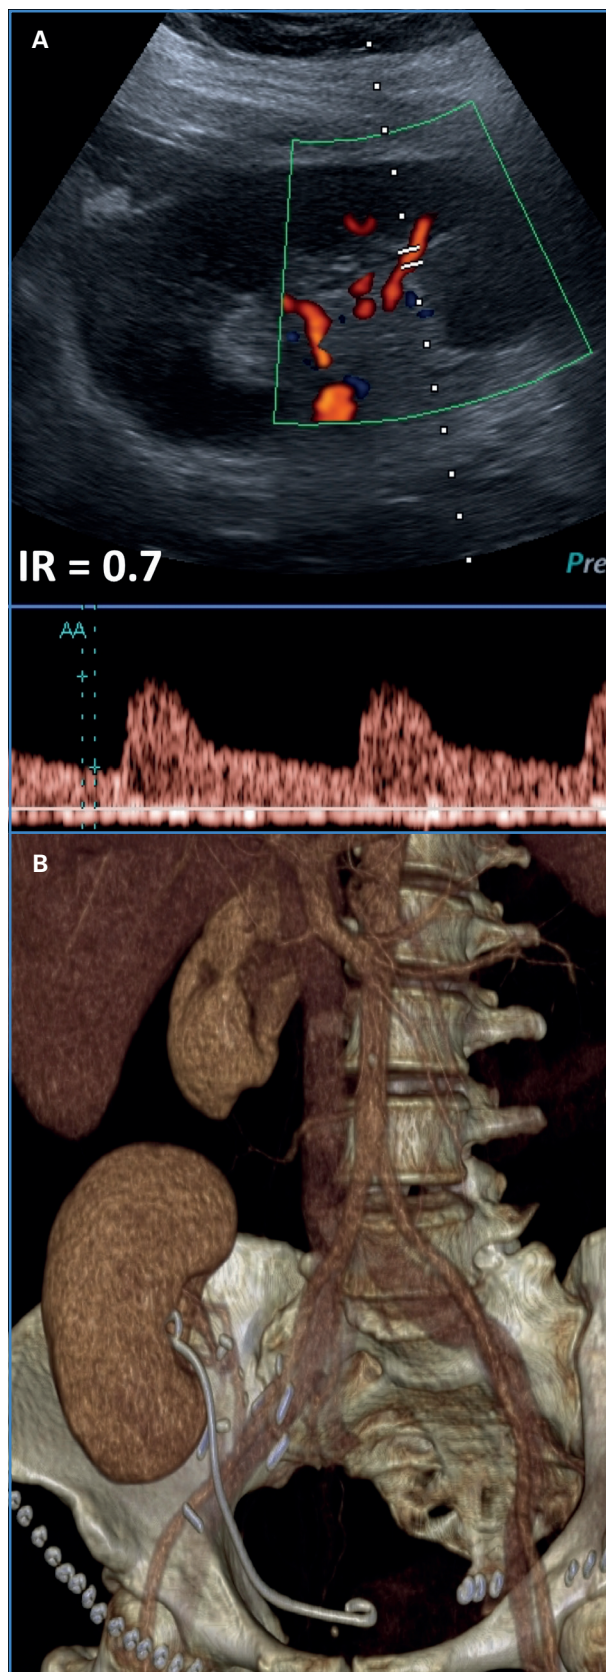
A. Eco Doppler posintervención con perfusión e índices de resistencia normales. B. Ausencia de aneurisma residual y complicaciones en angio TC posquirúrgico.
